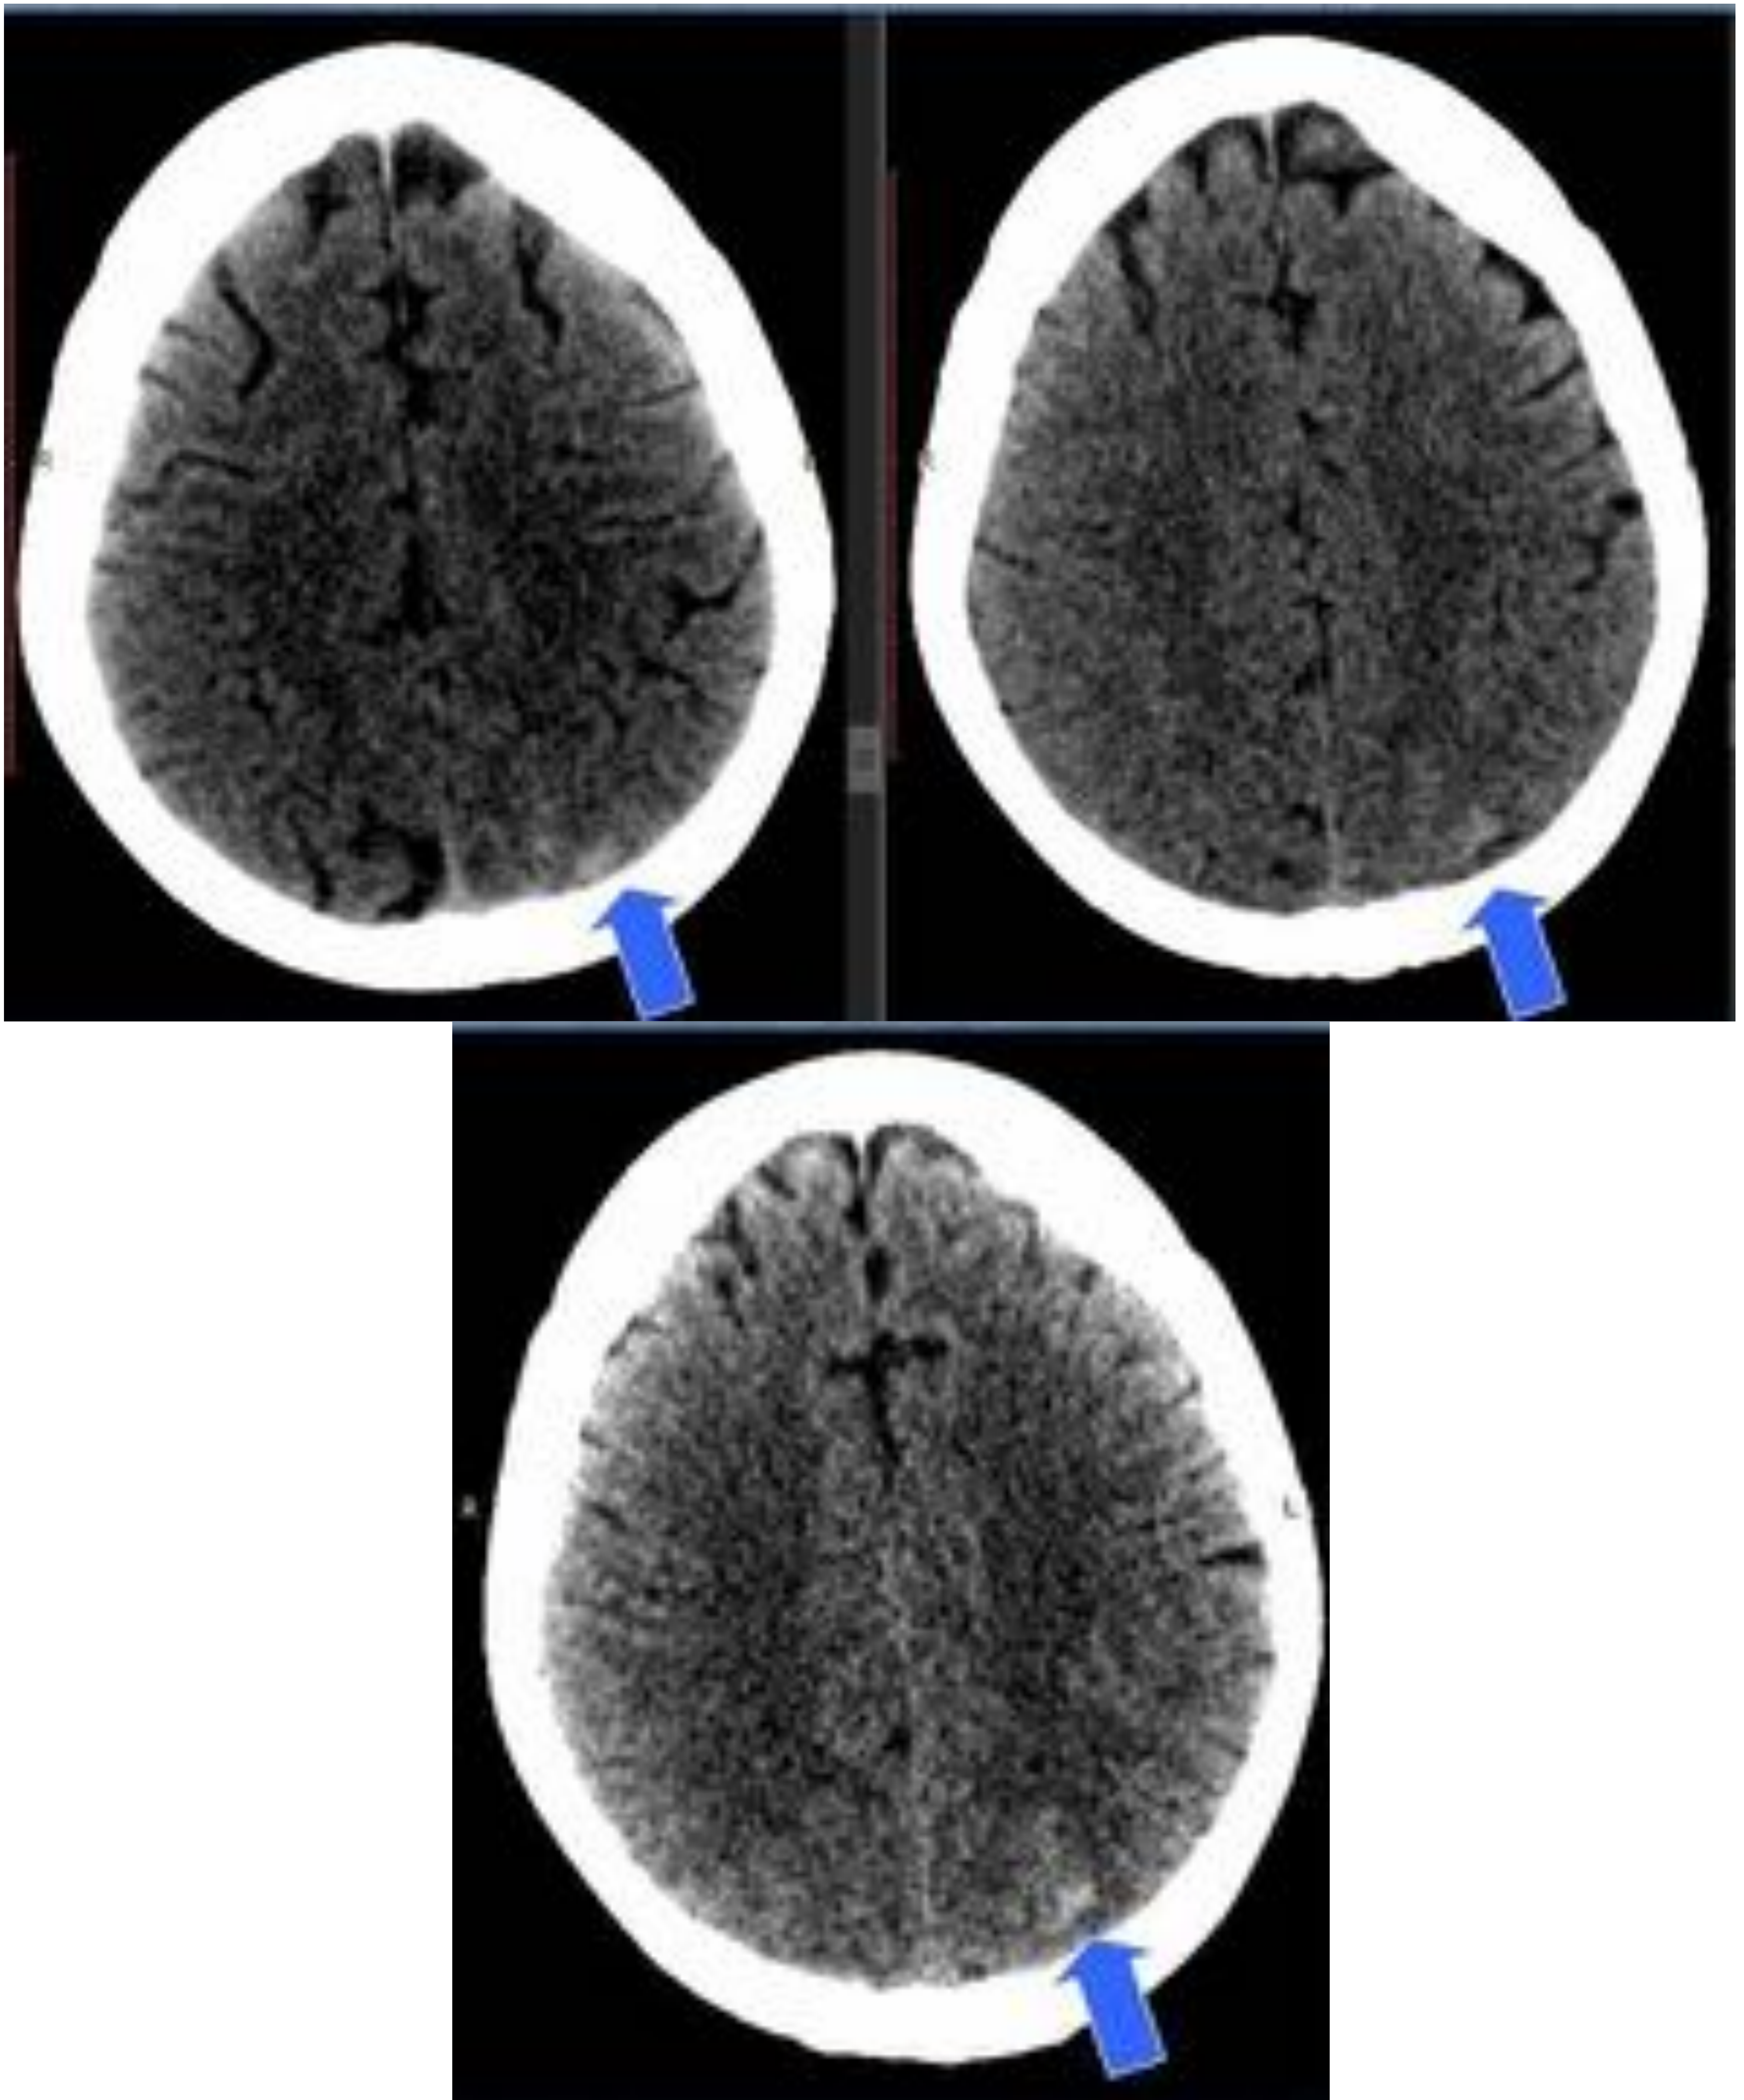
Mujer de 49 años, hipertensa, que acude a urgencias por convulsiones. En el TC craneal sin contraste se evidencia una pequeña hemorragia cortical parietal posterior izquierda (flechas azules).
